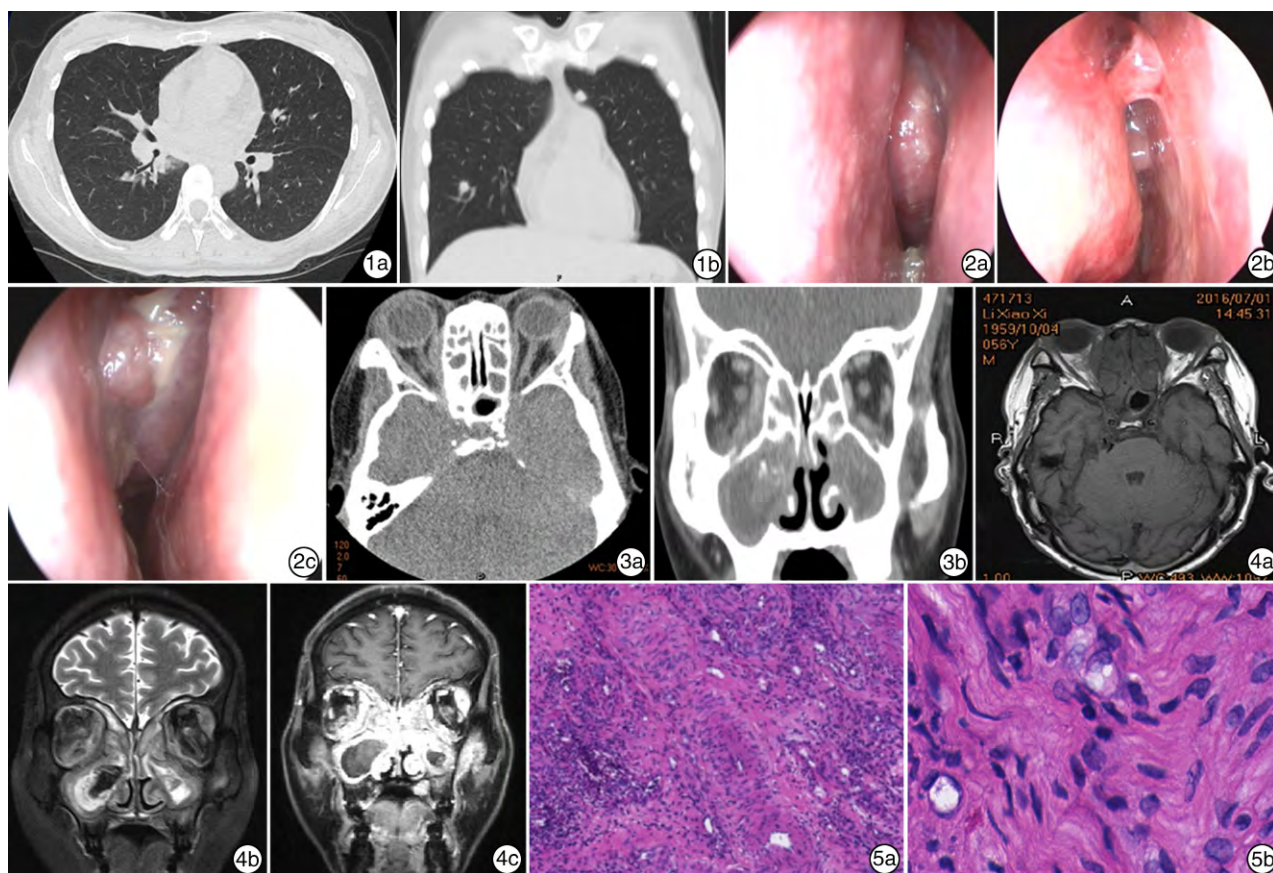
胸部 CT 所示 1a:右肺门及纵隔多发肿大淋巴结并部分坏死,周围少量渗出;1b:左肺上叶及右肺下叶结节影;
